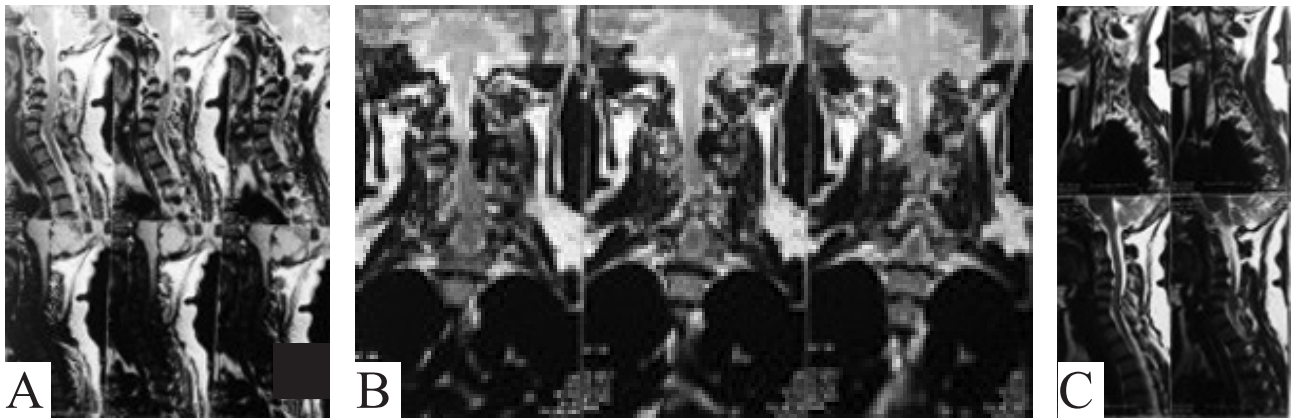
Хвора П., 34 роки. МРТ до (А, В) та після (С) виключення з кровотока посттравматичної артеріовенозної фістули
